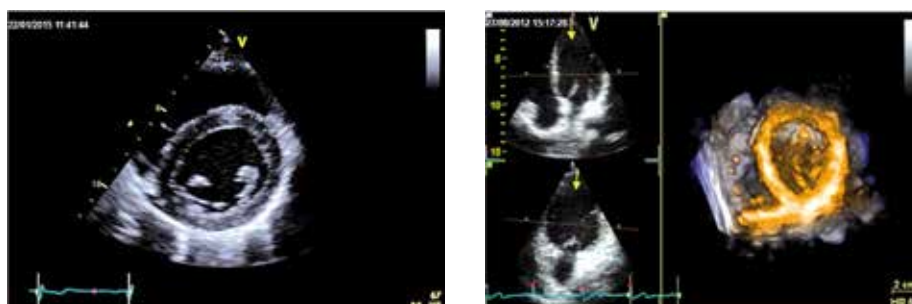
/b: Ventricule gauche et valve mitrale (échocardiographie 2D et 3D)
